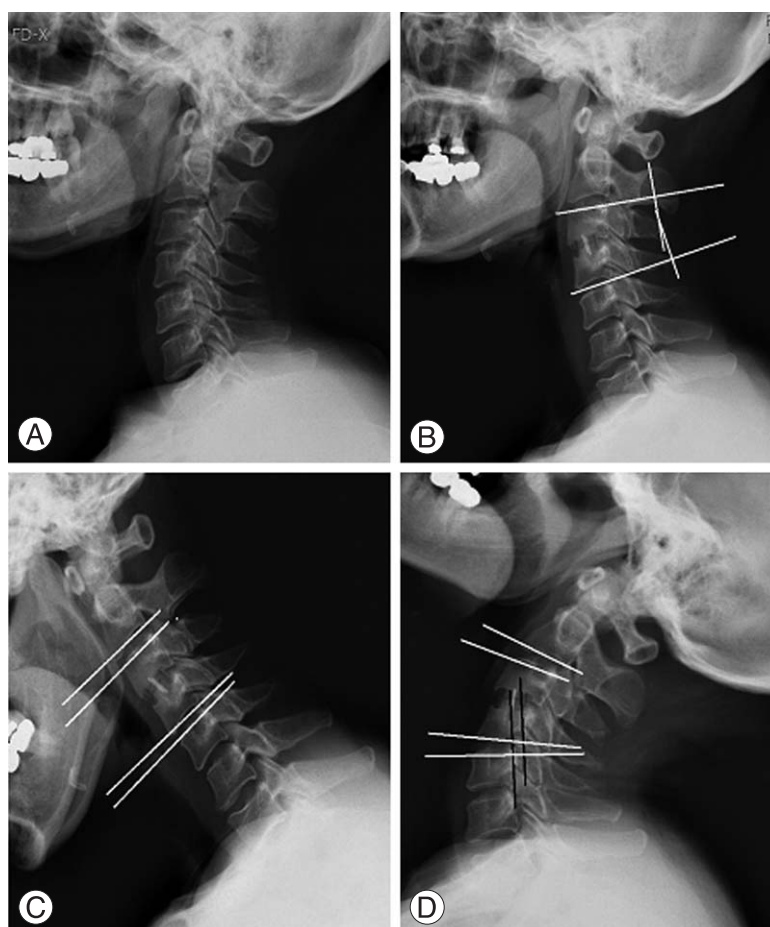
A 42-year-old woman, disc herniation at C3-4 and treated with anterior cervical disectomy and fusion. (A) Preoperative lateral radiograph, (B) Radiograph at postoperative 2-years follow-up shows solid union and maintained lordosis at fusion segment (10°), (C, D) At last follow-up, adjacent intervertebral segment shows degenerative change, angular motion is within normal limit but sagittal translation is 3 mm.
